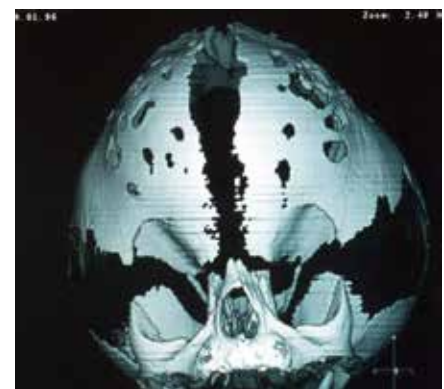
3D-CT eines Kleeblattschädels mit druckbedingten Kalottenresorptionen
